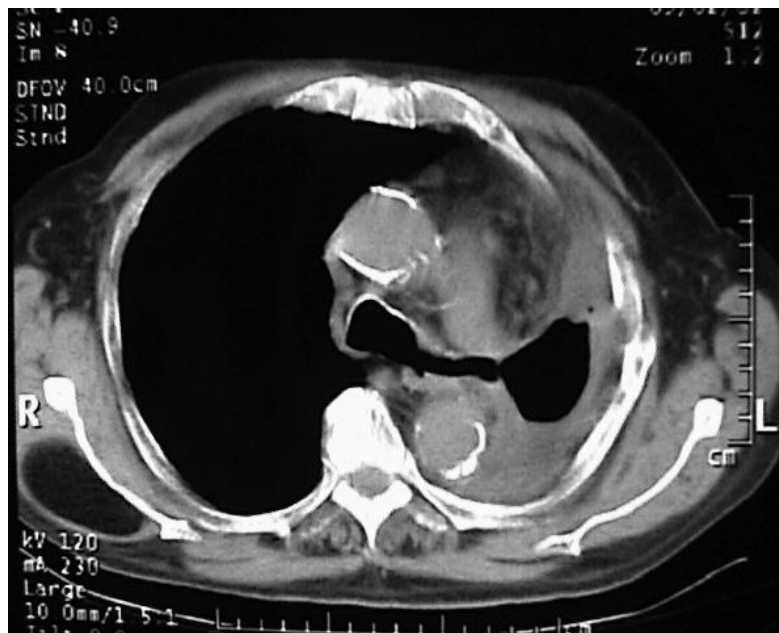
Tomografía Axial Computada de Tórax en la que se observa luego de una neumonectomía izquierda la dehiscencia del muñón bronquial izquierdo y su apertura hacia la cavidad pleural
